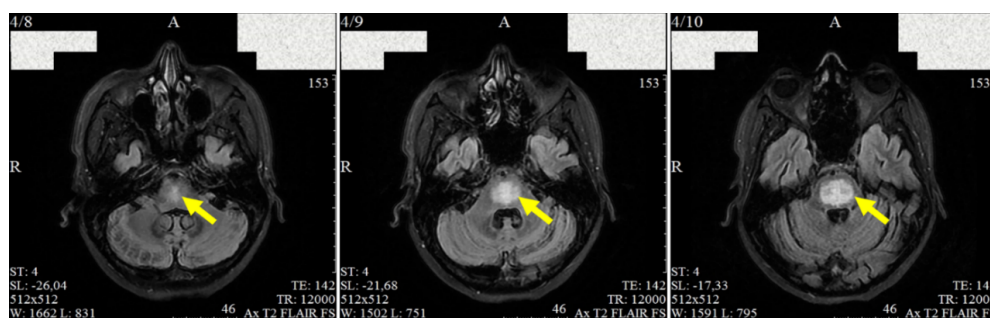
МРТ головного мозга пациентки Р. T2-ВИ/FLAIR, аксиальные срезы
